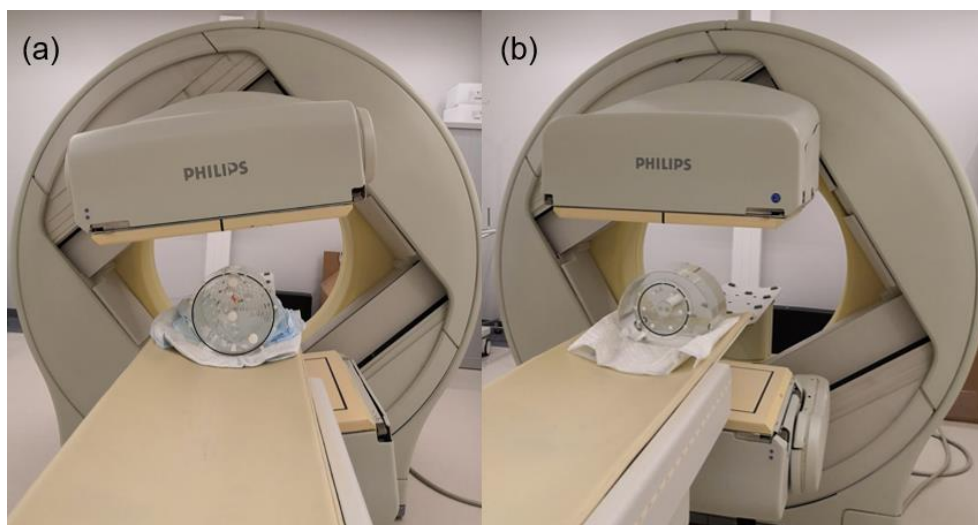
Posicionamento dos fantasmas para aquisição de imagem SPECT. (a) Posição do fantoma Jaszczak na CG; (b) posição do fantoma NEMA na CG.
